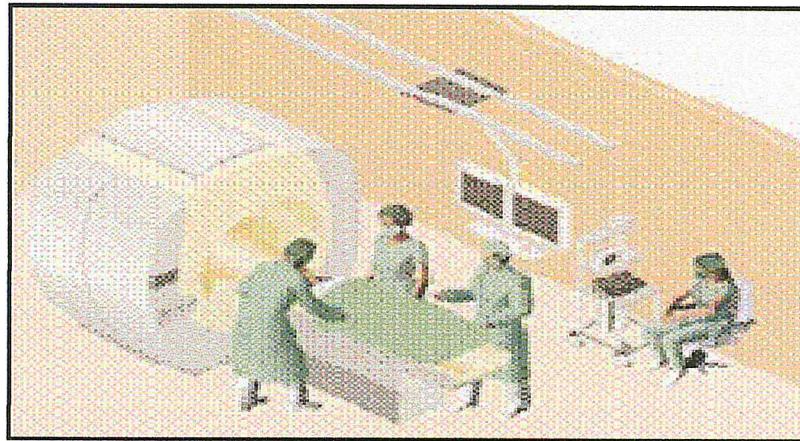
L'IRM interventionnelle à aimant fermé.
